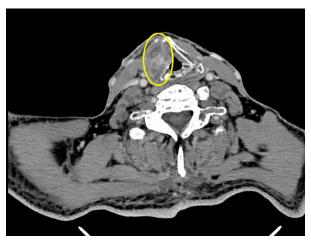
Tomografía axial computarizada (TAC) cervical. Se identifica una lesión centrada en lámina derecha de cartílago tiroides, con destrucción de la misma, invasión de la musculatura pretiroidea y efecto masa sobre la banda ventricular ipsilateral (rodeada por circunferencia).
